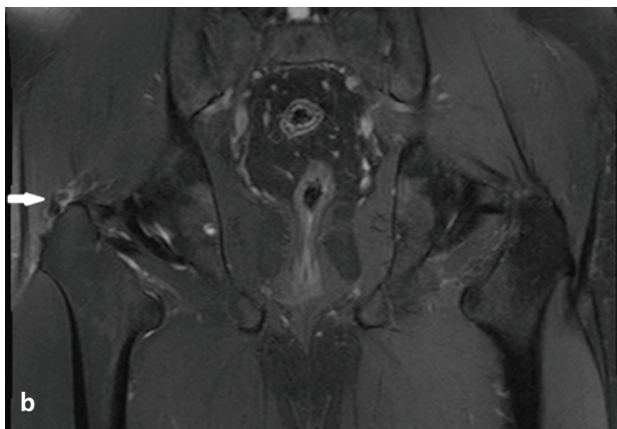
Coronal T2-weighted image with fat saturation shows calcific deposit with neighbouring inflammatory edematous changes (arrow) in the insertion of the gluteus medius tendon to the greater trochanter
